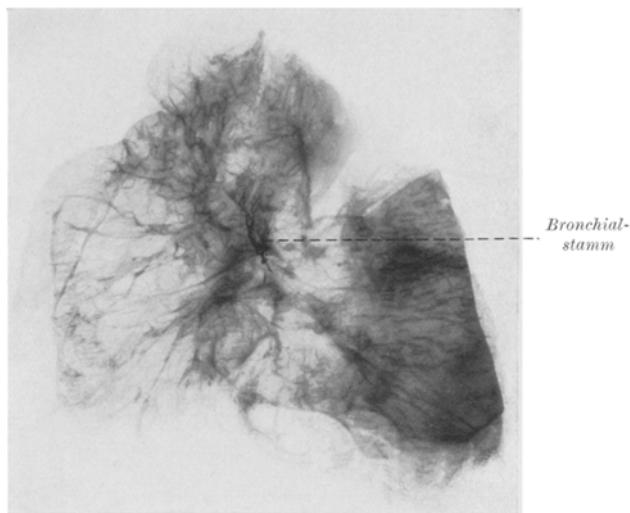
Mennige im Bronchialstamm. (Verkleinerung des Röntgenbildes; Versuch lfd. Nr. 32.)
